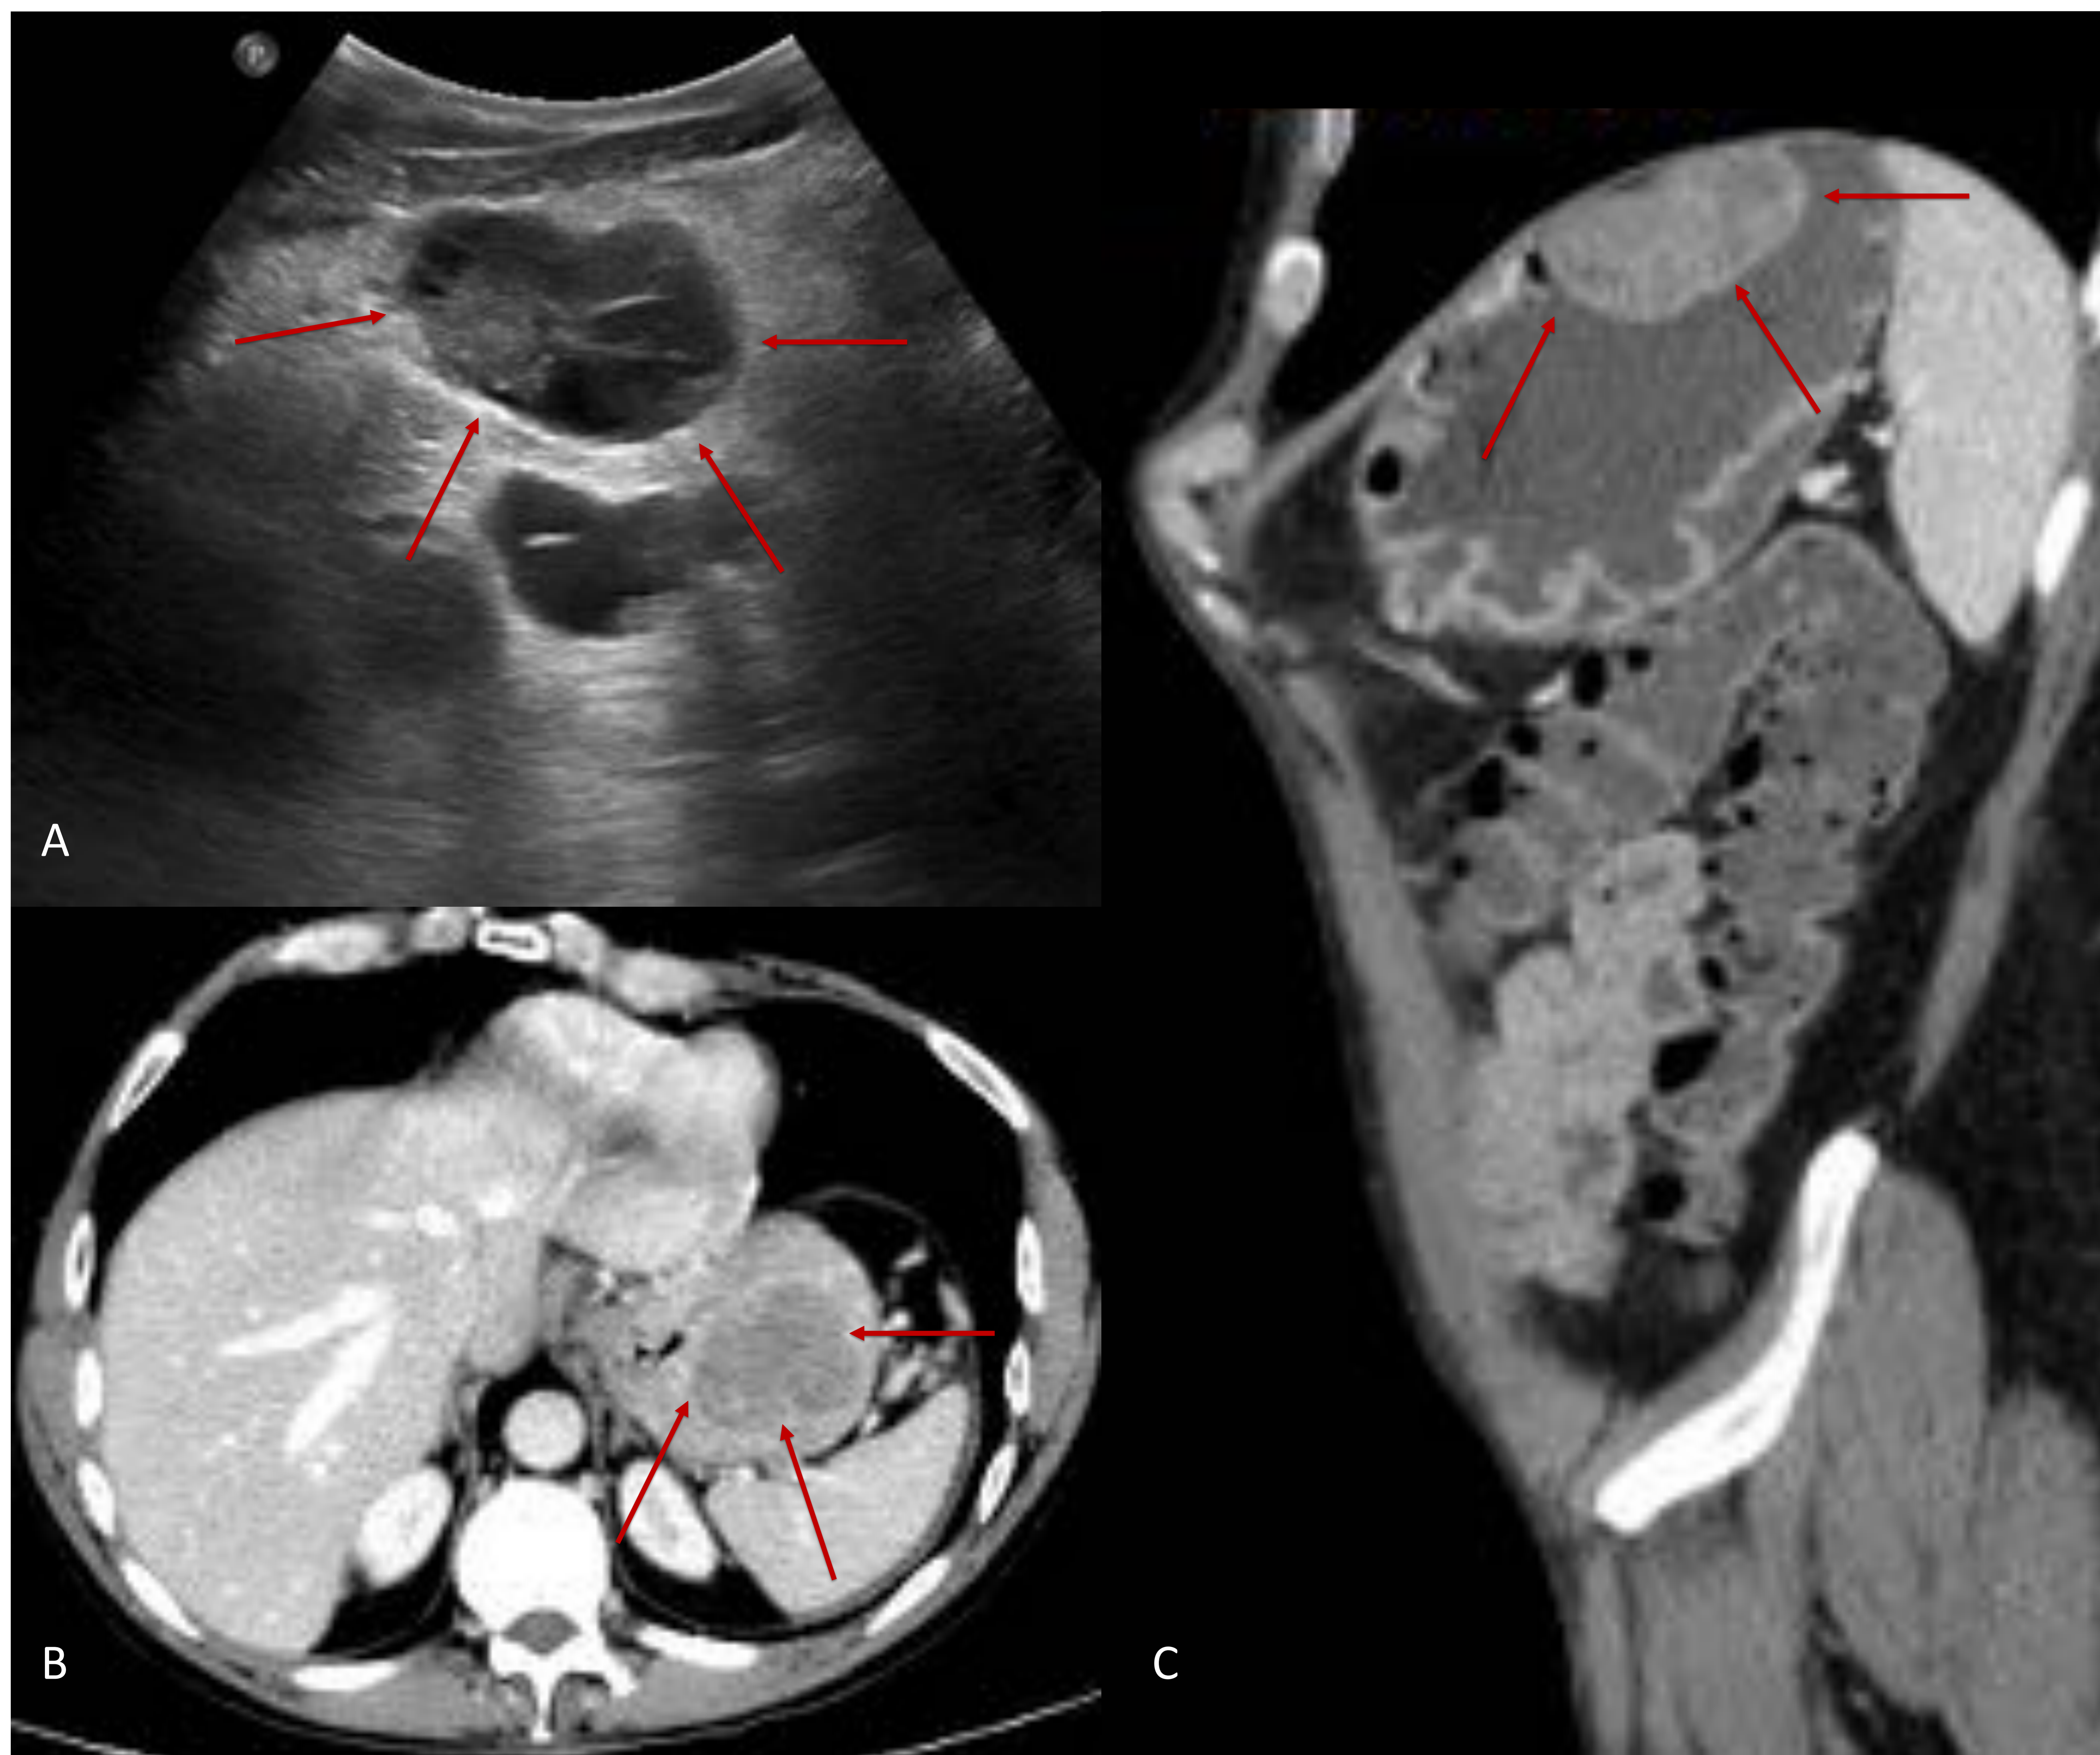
Tumor neural mesenquimal, con degeneración mixoide. A Ecografía abdominal. B y C. Axial y sagital de TC Abdominopélvico tras CIV. Lesión polilobulada (flechas rojas), con crecimiento endoluminal en curvatura mayor de fundus gástrico, que presenta realce heterogéneo, con áreas más hipodensas, que en la ecografía se manifiestan como áreas quísticas en relación con degeneración mixoide. La anatomía patológica confirmó el diagnóstico y la inmunohistoquímica determinó: S100 +++.
